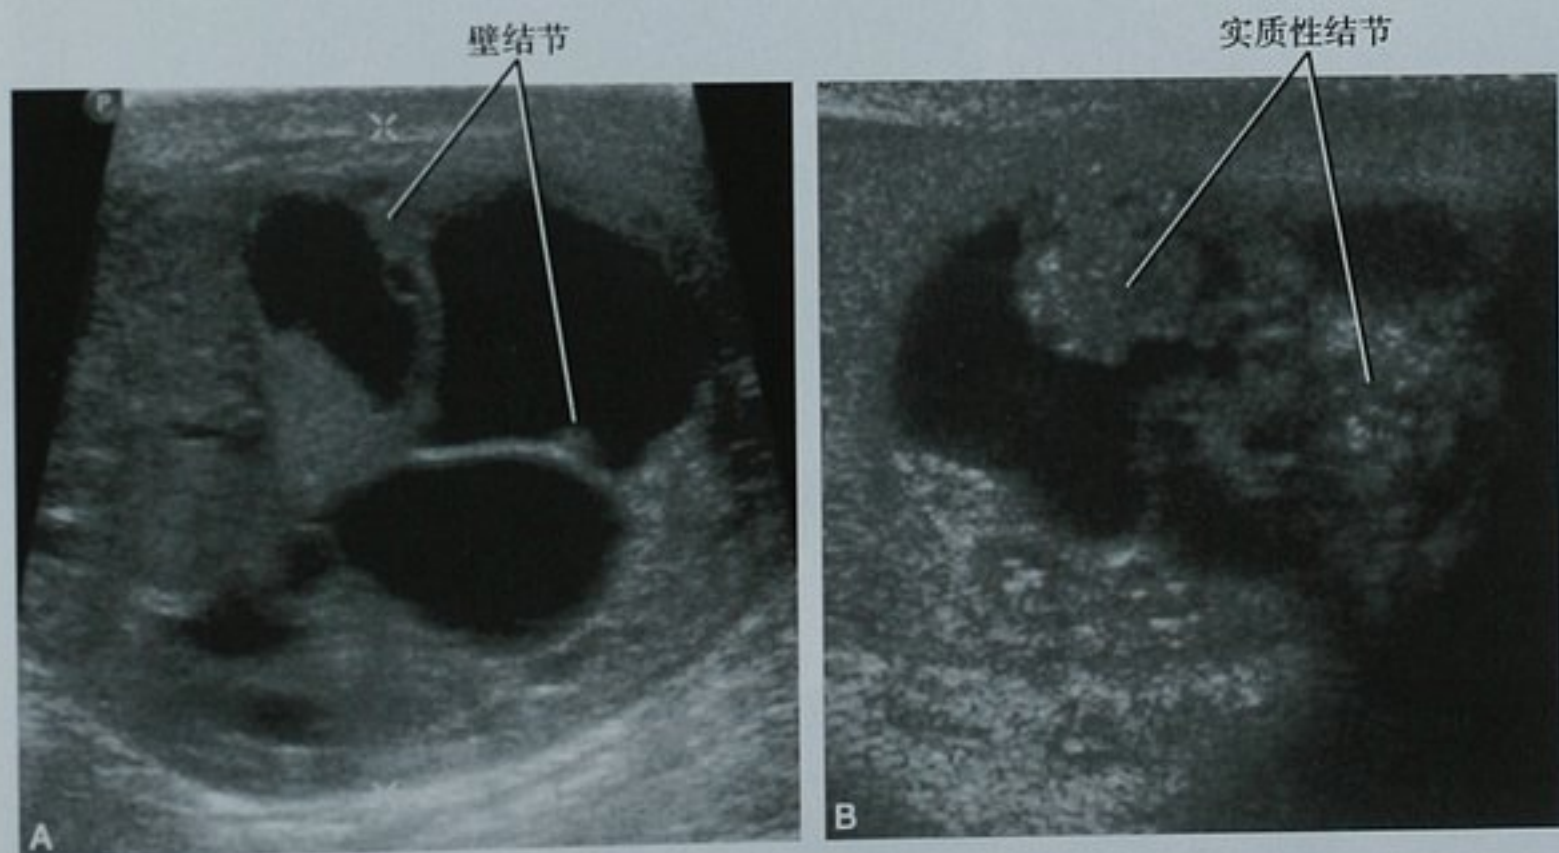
超声上睾丸肿瘤性囊肿。A. 混合性生殖细胞瘤,不均匀软组织内多发囊性病灶;B. 未成熟畸胎瘤,囊性病灶内大的软组织结节状突起。以上两种病灶都不应该被误诊为单纯性囊肿
